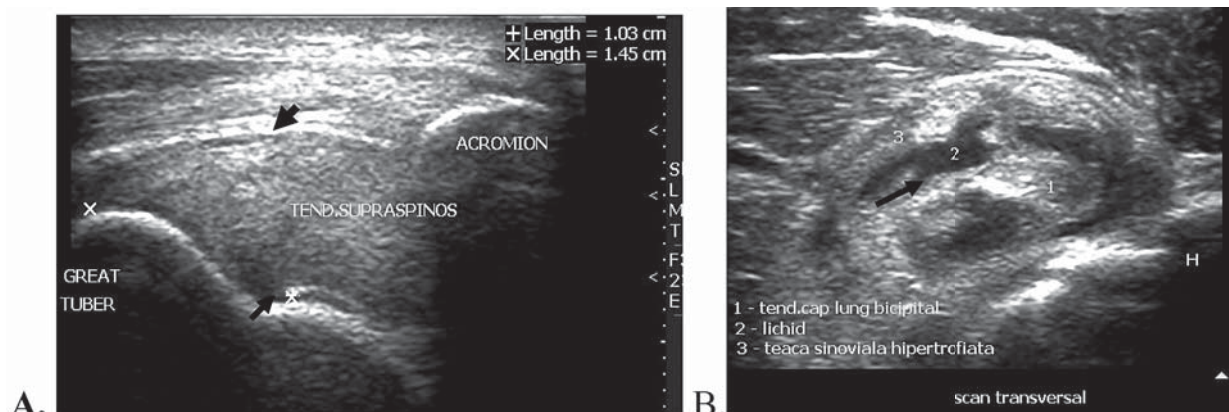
Imaginea USG a umărului. Tendonul supraspinat îngroșat (secțiune longitudinală).
